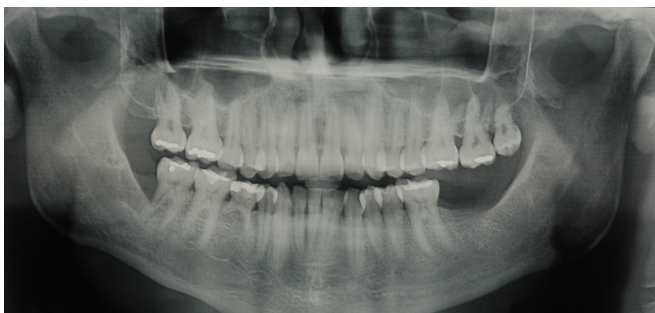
Radiografia de controle pós-operatório de dois anos. Sem sinais de recidiva da lesão.
